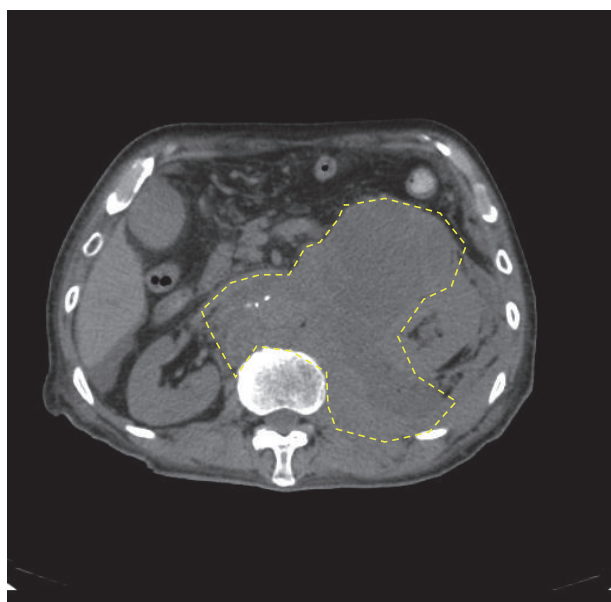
CT findings on the 16th days after admission
